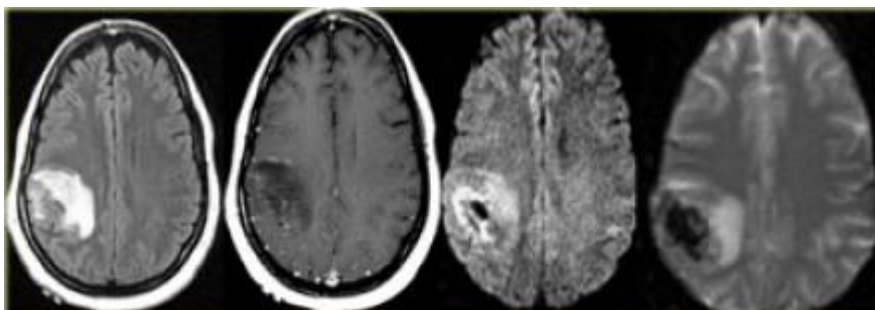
Кровотечение наиболее легко обнаруживается с помощью КТ, но его также можно визуализировать с помощью MR-последовательностей градиентного эха
